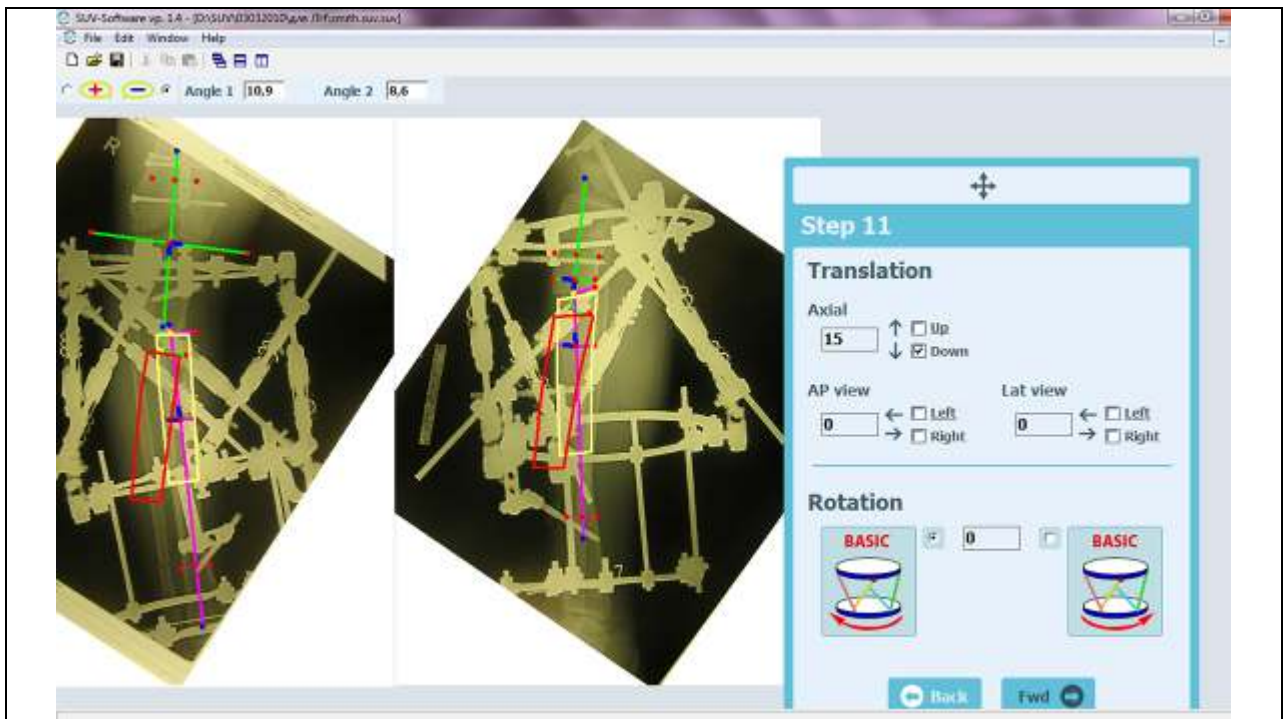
Вид окна программы при выполнении Шага 11. В поле рентгенограмм видны построенные при помощи специальных инструментов оси костных фрагментов, а также желтые (исходное положение) и красные (финальное положение фрагментов) скиаграммы
